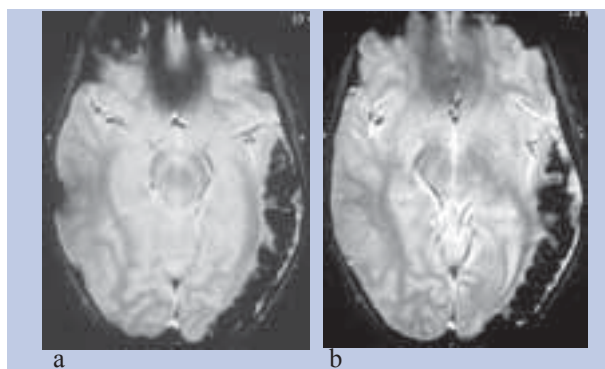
Calcificações corticais. Doente do sexo masculino com 13 anos de idade sem nevus flammeus facial esquerdo, com epilepsia desde os 2 meses de idade e grave atraso do desenvolvimento psico-motor e hemiparesia direita. (a, b) RM sequência T2 eco de gradiente em plano axial: Marcado hipossinal cortical temporo-parieto-occipital esquerdo traduzindo calcificação cortical. (cortesia de Eulália Calado)
